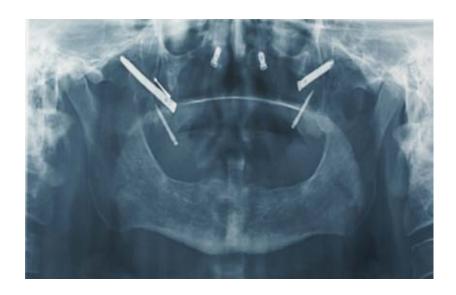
²⁴* Radiografia de la distracción osea.
